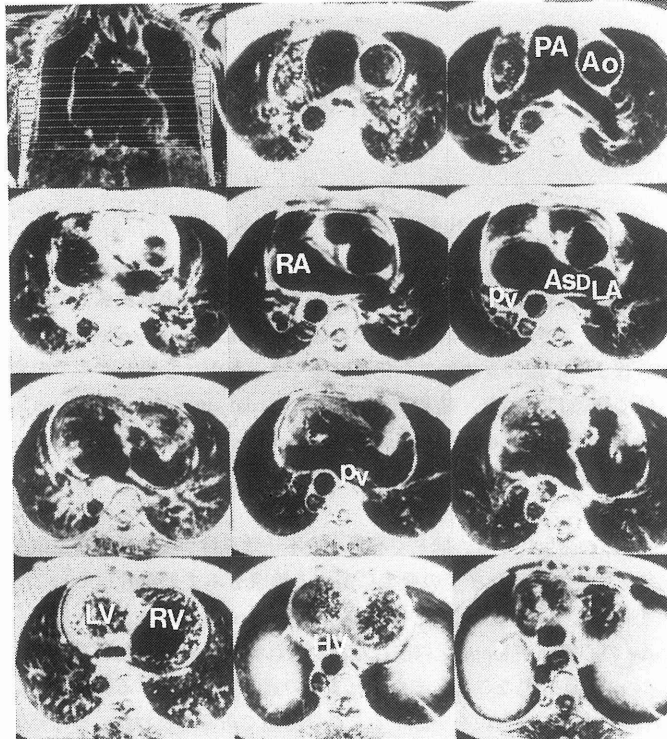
MRI像. 10mm スライスで左上より右下の順. 実物大立体再構成により静脈, 心房, 心室, 大血管関係は判明したが心房間の詳細は不明であった. 図中の略号は本文を参照.
